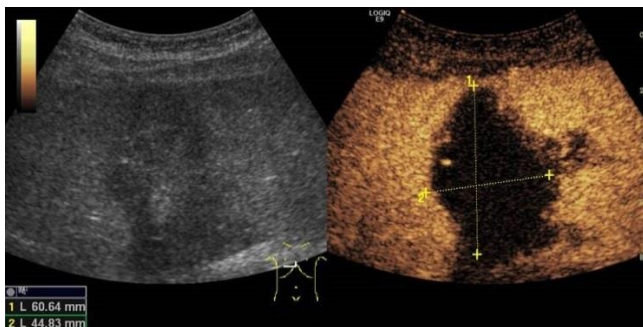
Kontrastmittelsonografie
